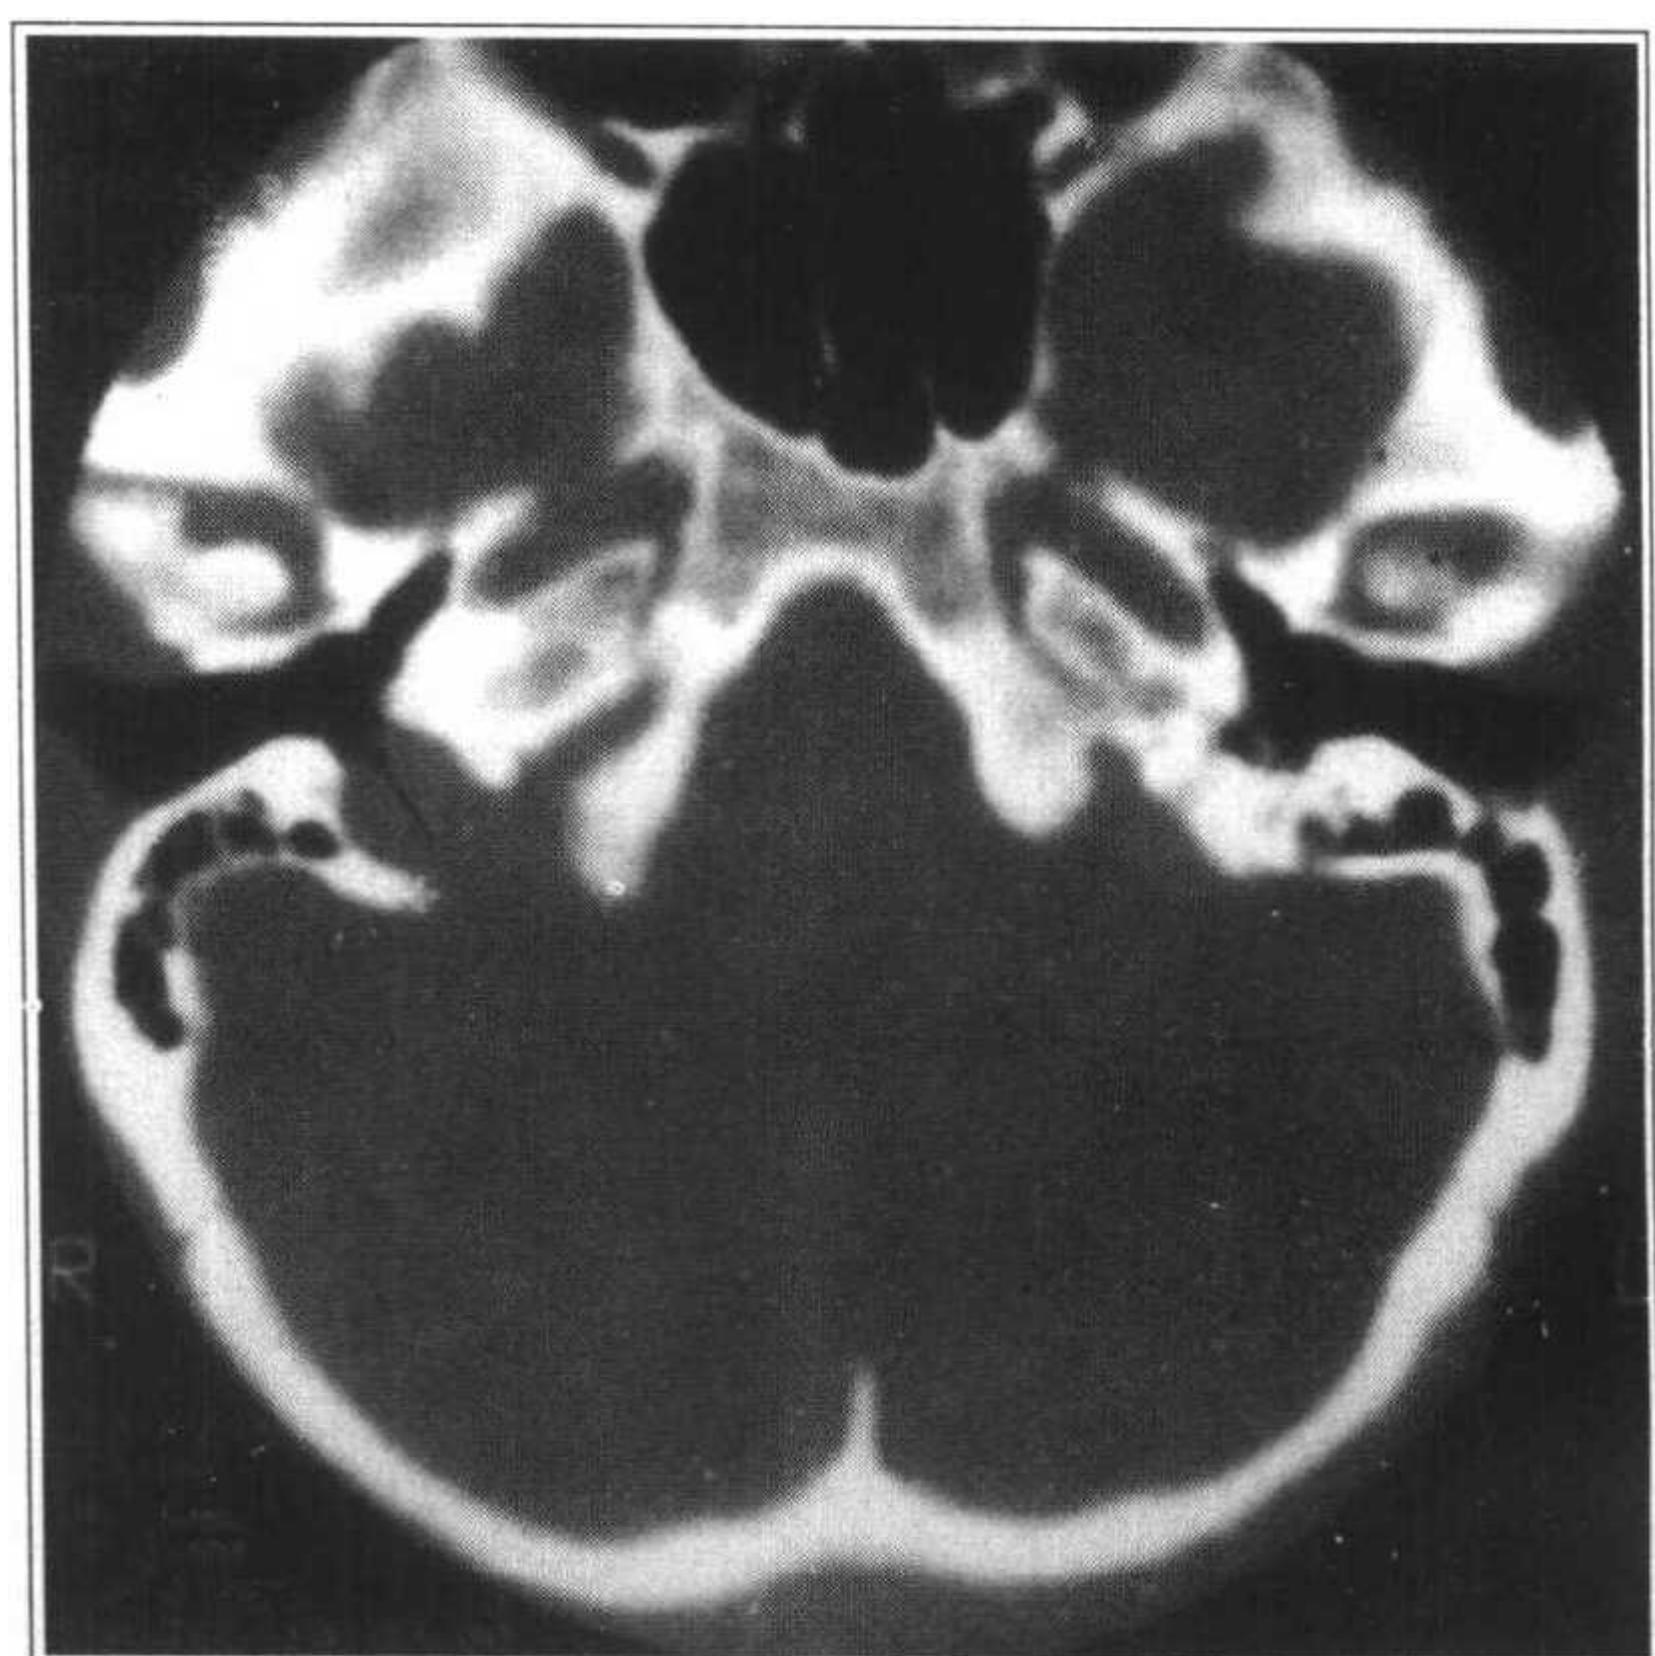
右侧颈静脉球裸露, 轴位 CT, 示右侧颈静脉窝与中耳腔之间无骨性分隔 (箭 \uparrow)
